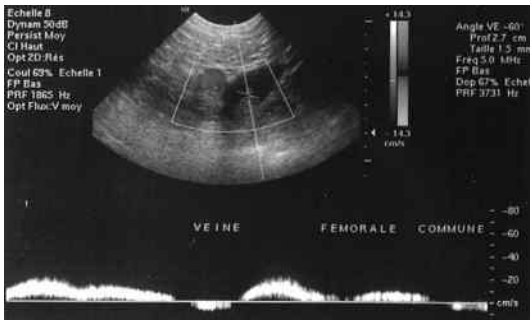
Doppler veineux normal, veine fémorale commune = modulation respiratoire.
